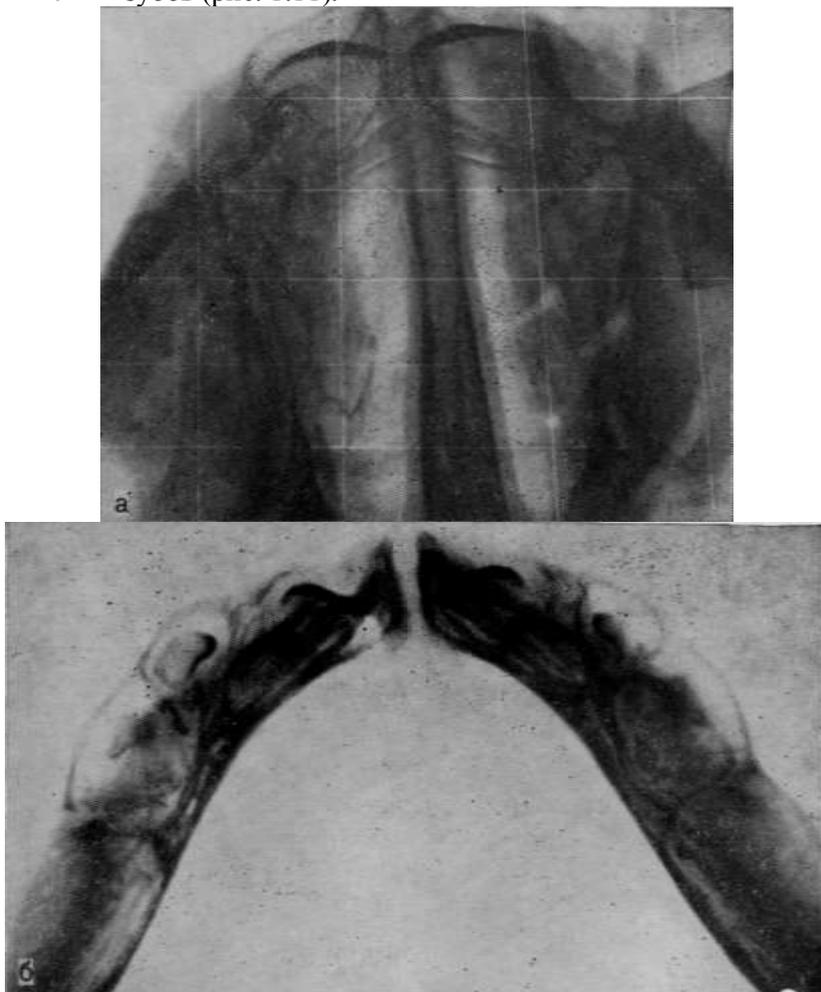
Рентгенограммы верхней (а) и нижней (б) челюстей плода человека 25—26 нед. Контуры коронок всех зубов еще более четкие, появляются новые участки минерализации.
